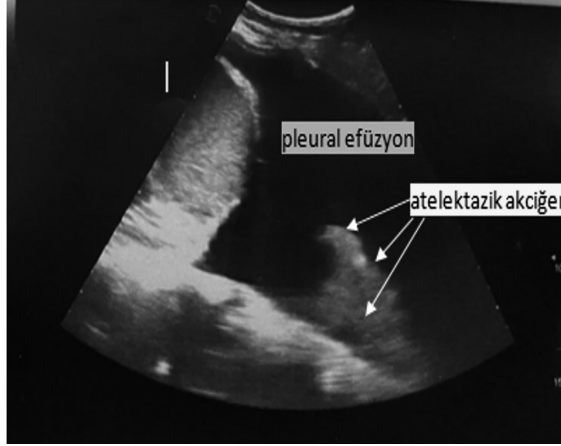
Plevral sıvının ultrasonografik görünümü.
